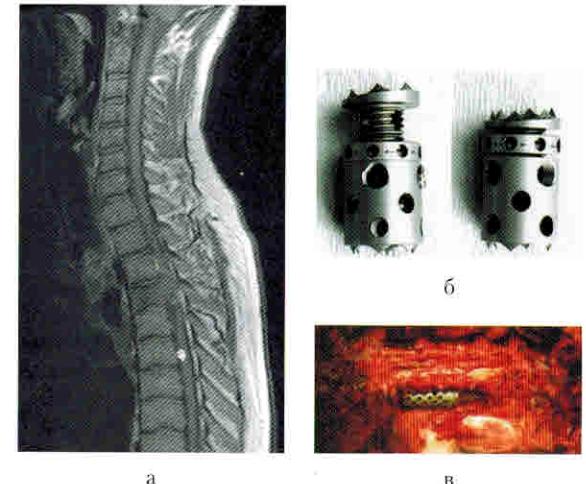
Применение корпорального раздвижного имплантата ADD (Ulrich) у больного с метастазом рака прямой кишки в тело позвонка Th4: а) МРТ позвоночника в сагittalной проекции, Т1ВИ, опухоль компримирует спинной мозг; б) фотография телескопических имплантатов ADD; в) интраоперационная фотография после установки имплантата.
